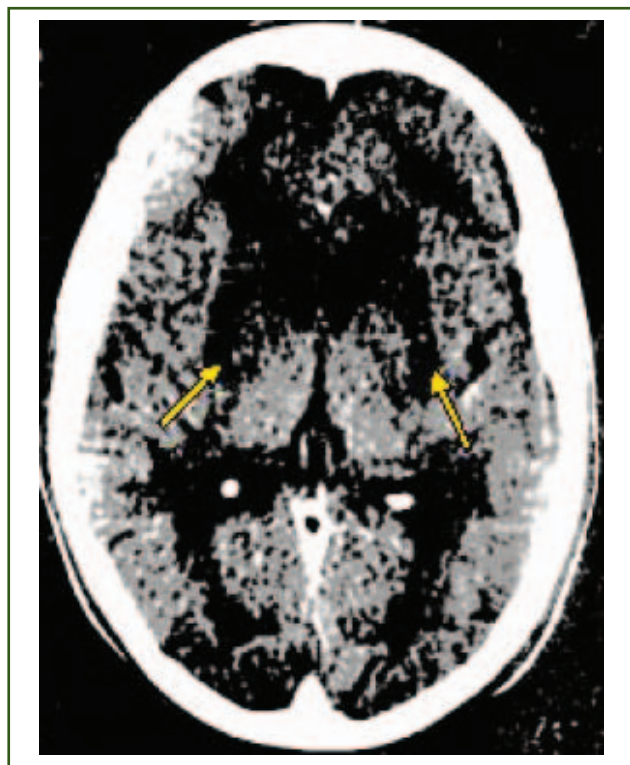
КТ головного мозку показує гіподенсивні вогнища в базальних гангліях (хвостате ядро, шкаралупа, біда куля) [24]
